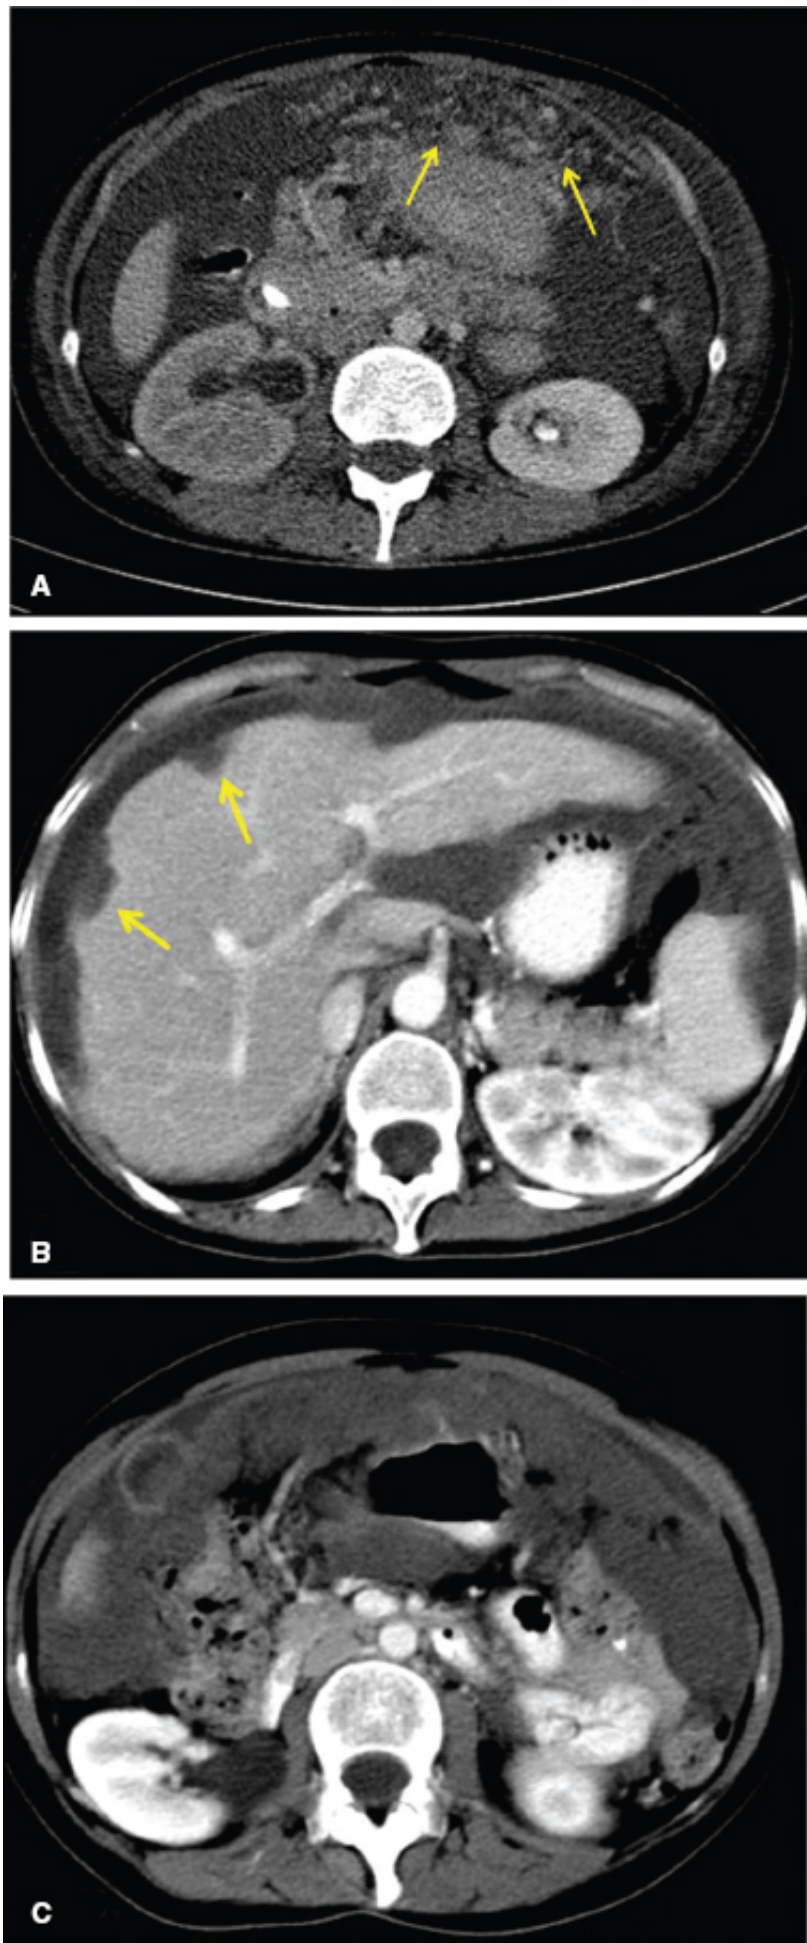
Neoplasias do peritônio. A. TC de abdome pós-contraste espessamento nodular do peritônio e ascite (*setas*). B e C. TC de abdome pós-contraste IV e VO. Imagens hipodensas na topografia da superfície peritoneal e do omento que exercem efeito de massa, deformando os contornos do fígado (*setas*) e demais órgãos em paciente com adenocarcinoma mucinoso de ovário.
